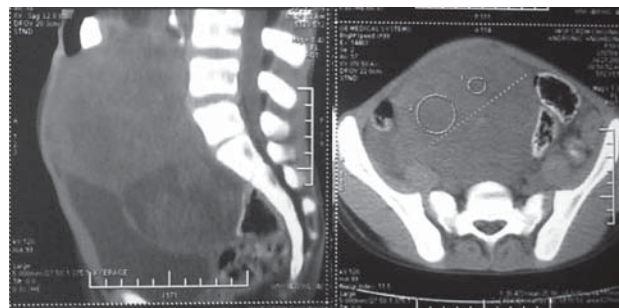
TC a bolnavului A.
